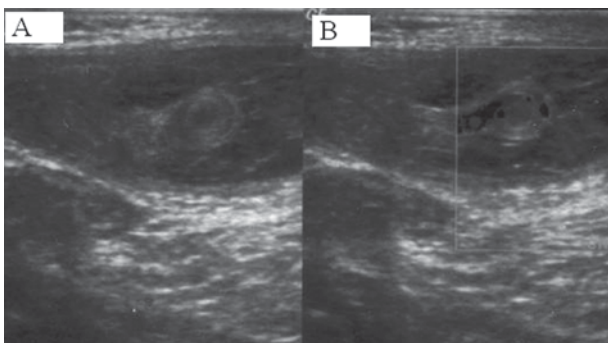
A) Vista transversal de la estructura mostrada en la Figura 2, en el interior de escroto derecho, rodeada de tejido graso peritoneal. B) Hiperflujo vascular en Eco-Doppler.
